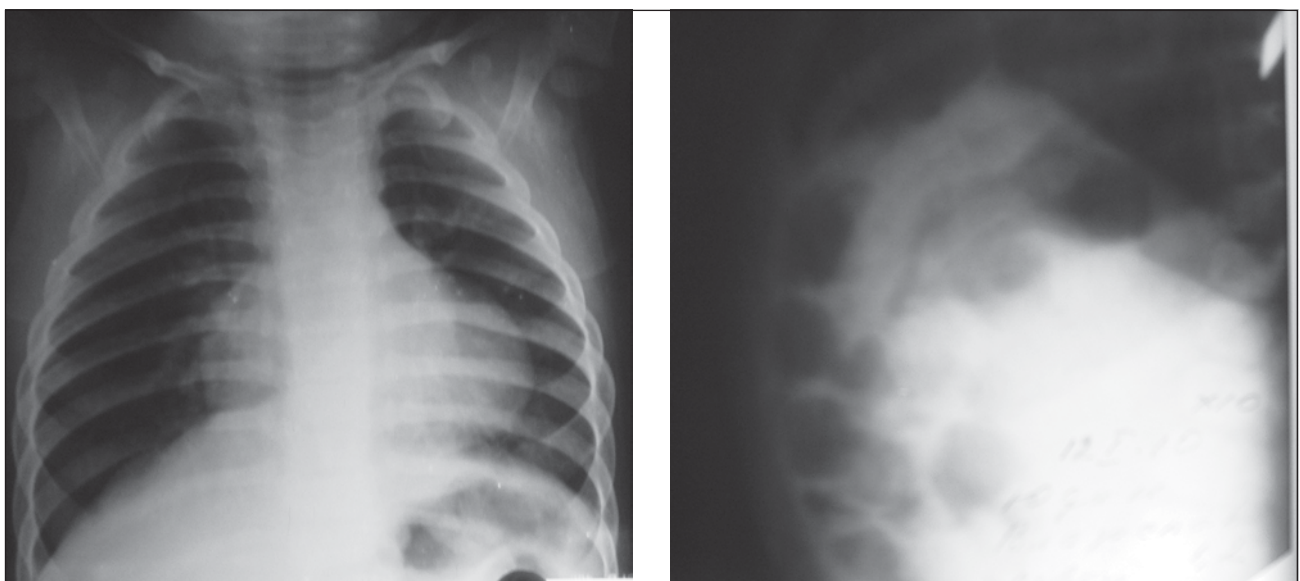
Рентгенографія органів грудної й черевної порожнини в прямій (А) та боковій (Б) проекціях у дитини Р., 1 рік 2 міс., з ретростернальною ПДГ Морганьї
